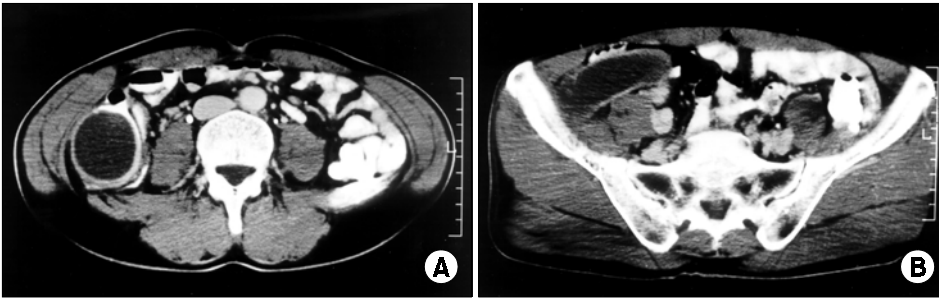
Computed tomography showing well defined tubular cystic lesion with slightly wall enhancement without increased density in the perilesional fat plane at the appendiceal area. No evidence of abnormal lymph node enlargement.
